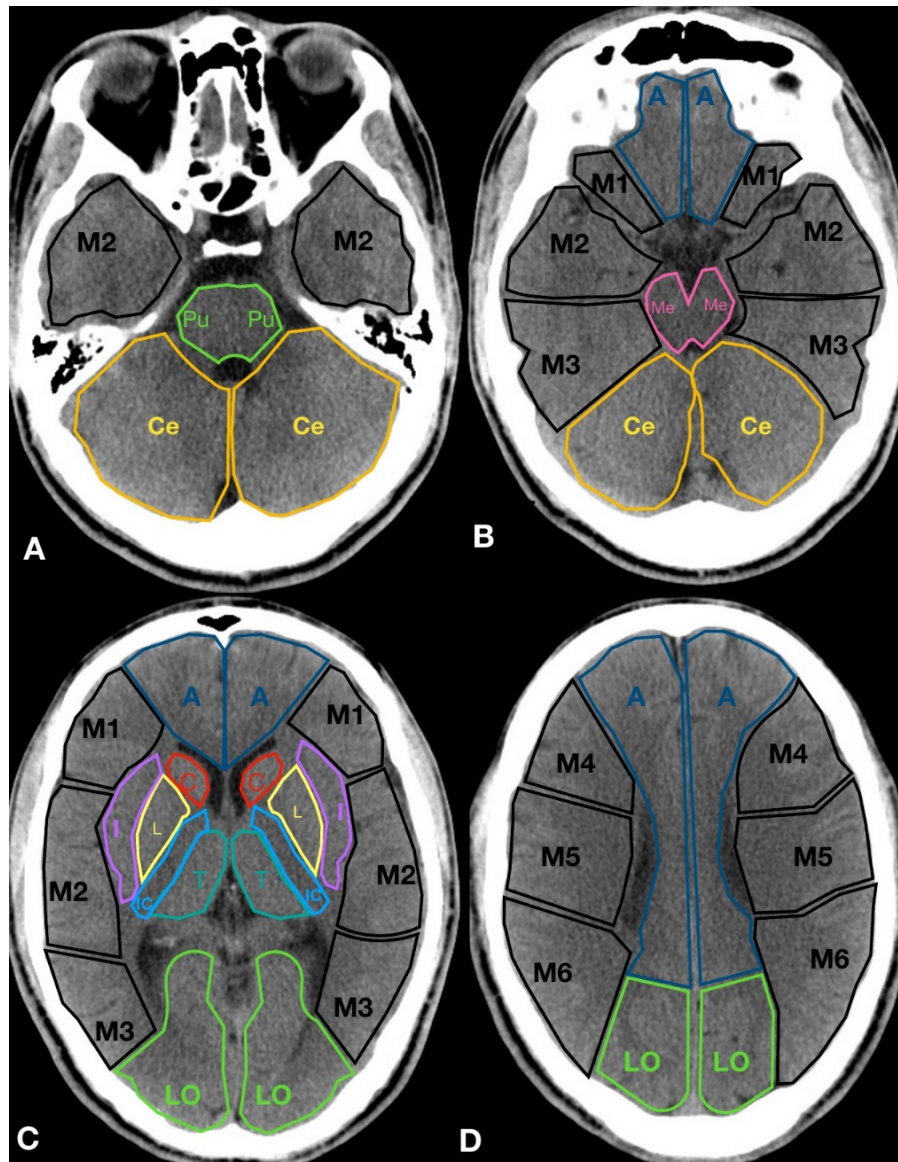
„Whole brain” – scorul ASPECTS pentru creierul întreg.
